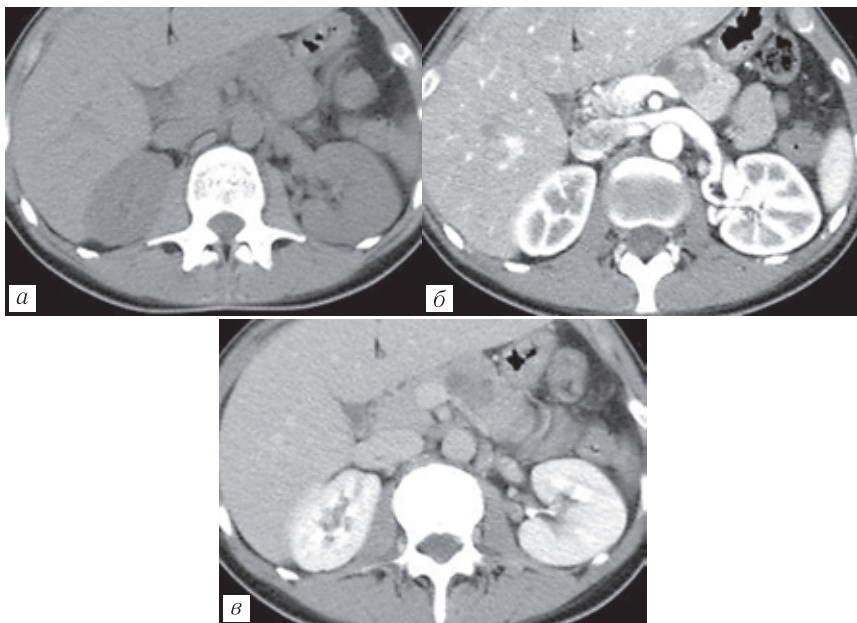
Сolidная псевдопапиллярная опухоль. Случайная находка при УЗИ. МСКТ пациентки З., 34 лет. Нативная (а), артериальная (б), портальная (в) фазы — умеренно гиповаскулярное образование в теле поджелудочной железы с кистозным компонентом нокарциномы ПЖ. Вне зависимости от метода необходимы внутривенное контрастирование, многофазное сканирование и тонкие срезы для 3D-визуализации. Компьютерный томограф должен быть не менее чем с 16 рядами детекторов, позволяющий получать субмиллиметровые срезы с изотропным вокселем, которые можно реформатировать в более толстые срезы (3–5 мм). Панкреатическая фаза должна начинаться примерно через 50 секунд после введения контраста. Оптимальная скорость введения контраста для визуализации перипанкреатических сосудов и максимального контрастирования паренхимы ПЖ — 4–5 мл/с. Вторую фазу рекомендуется
